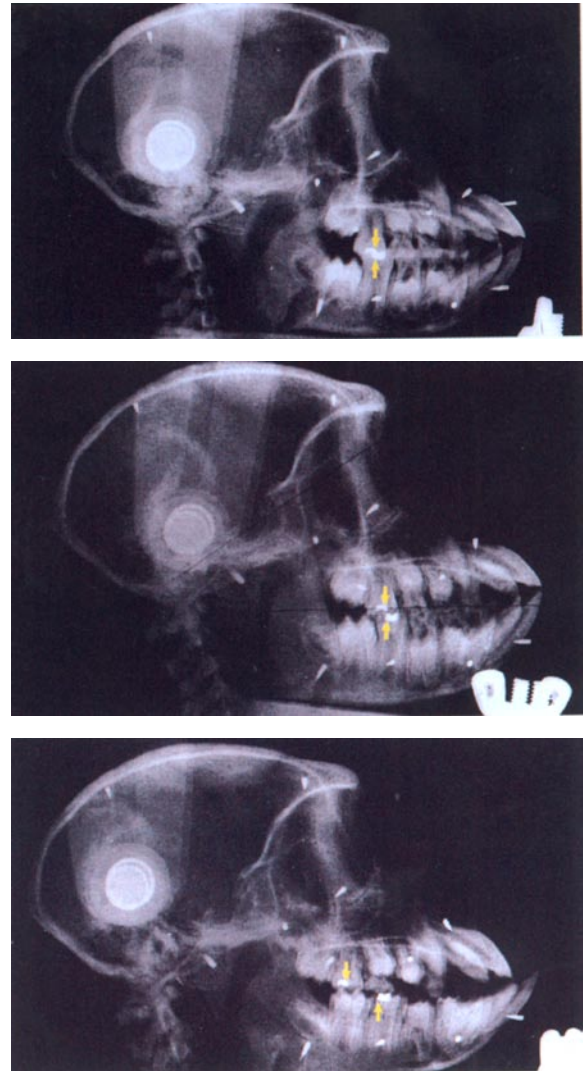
Radiografias de animais controle e experimental demonstrando as relações esqueléticas e dentárias com a mandíbula manipulada em relação cêntrica sob anestesia geral. Observe as restaurações com amálgama (flechas) em A. início do período controle; B. final do período controle; C. final do período experimental (separadas aproximadamente 7mm).
